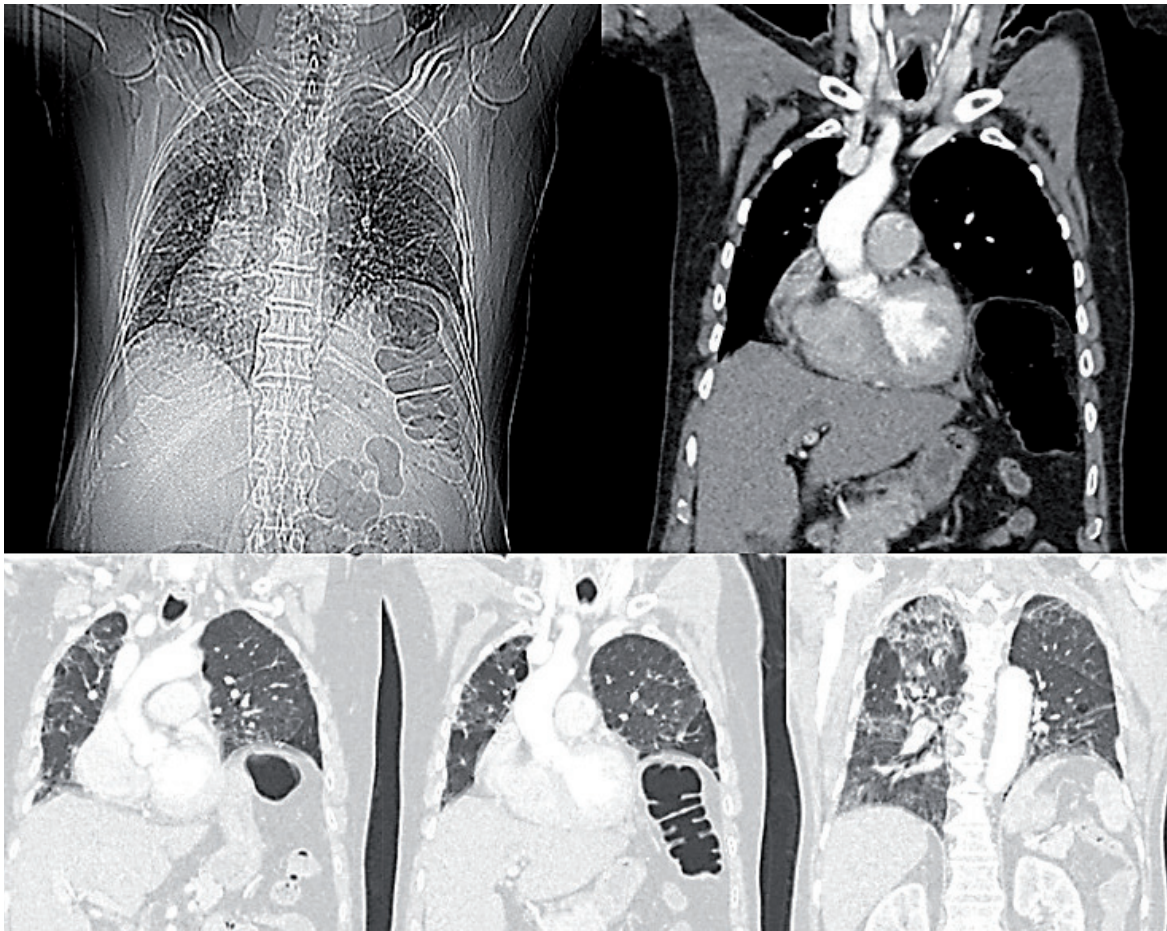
Cortes coronales de tomografía axial de tórax. Ventana de tejidos blandos con evidencia de desplazamiento mediastinal en relación con la elevación del hemidiafragma izquierdo. Ventanas pulmonares con áreas hipodensas, avasculares, centrilobulillares y subpleurales con compromiso multilobar de mayor extensión sobre lóbulos superiores con patrón en vidrio esmerilado. Fuente: los autores.
